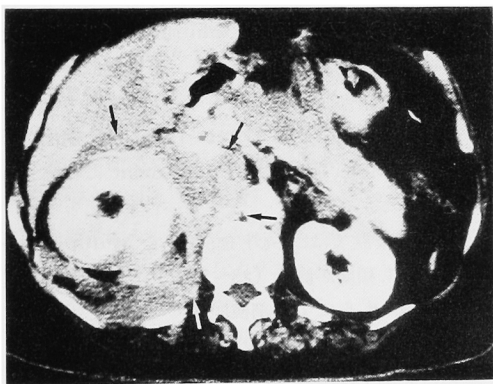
Computerized tomography of Case 3, before treatment. A tumor of "engulfment" pattern was recognized around the right kidney (arrows)
